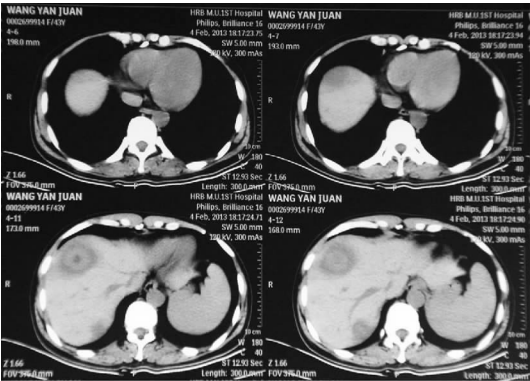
米卡芬净单药治疗 12 d 肝脏 CT
